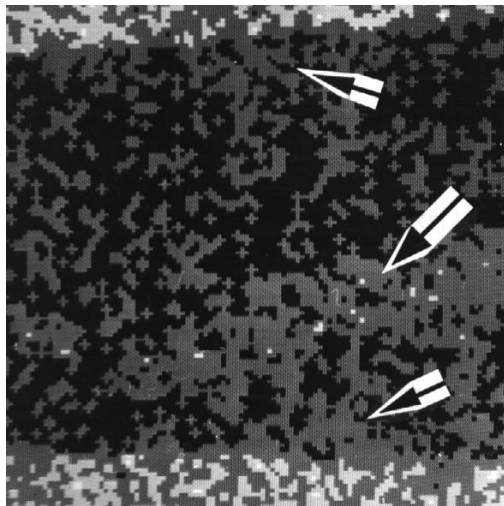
Минерализованные структуры регенерата в диастазе вдоль передней стороны трансплантата. У краев дефекта и трансплантата располагаются две зоны спиралевидных трабекул (короткие стрелки). В центральной части регенерата, ближе к трансплантату находится область компактного расположения минерализованных структур (длинная стрелка). Между ними и трабекулами выявляются две промежуточные зоны, где осуществляется их контакт. 7 суток после операции. Карта рентгеновского электронно-зондового микроанализа. Изображение в рентгеновских лучах кальция. Увеличение 27
